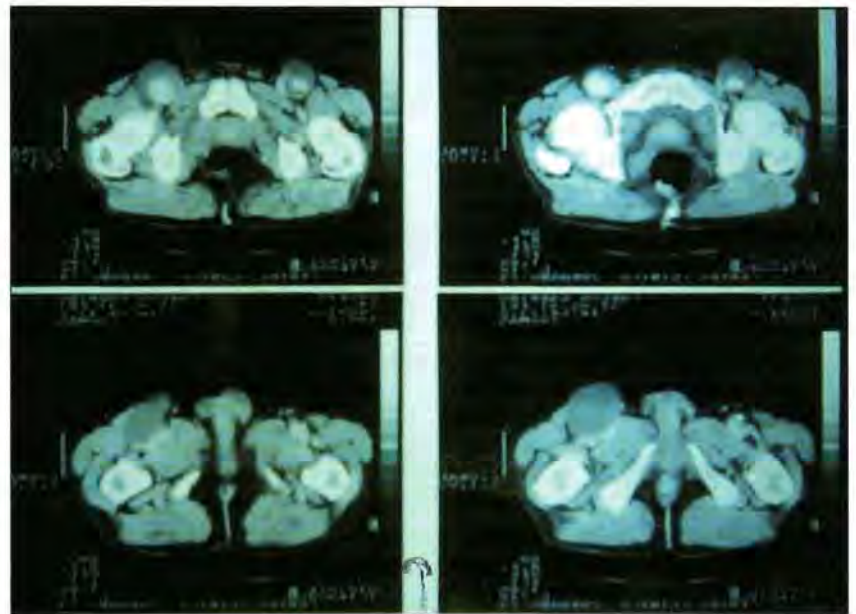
CT de un paciente con aneurisma de ambas arterias femorales
